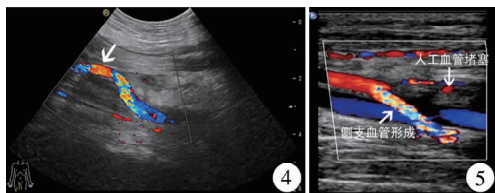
股动脉假性动脉瘤患者第2次手术后第2天超声图
